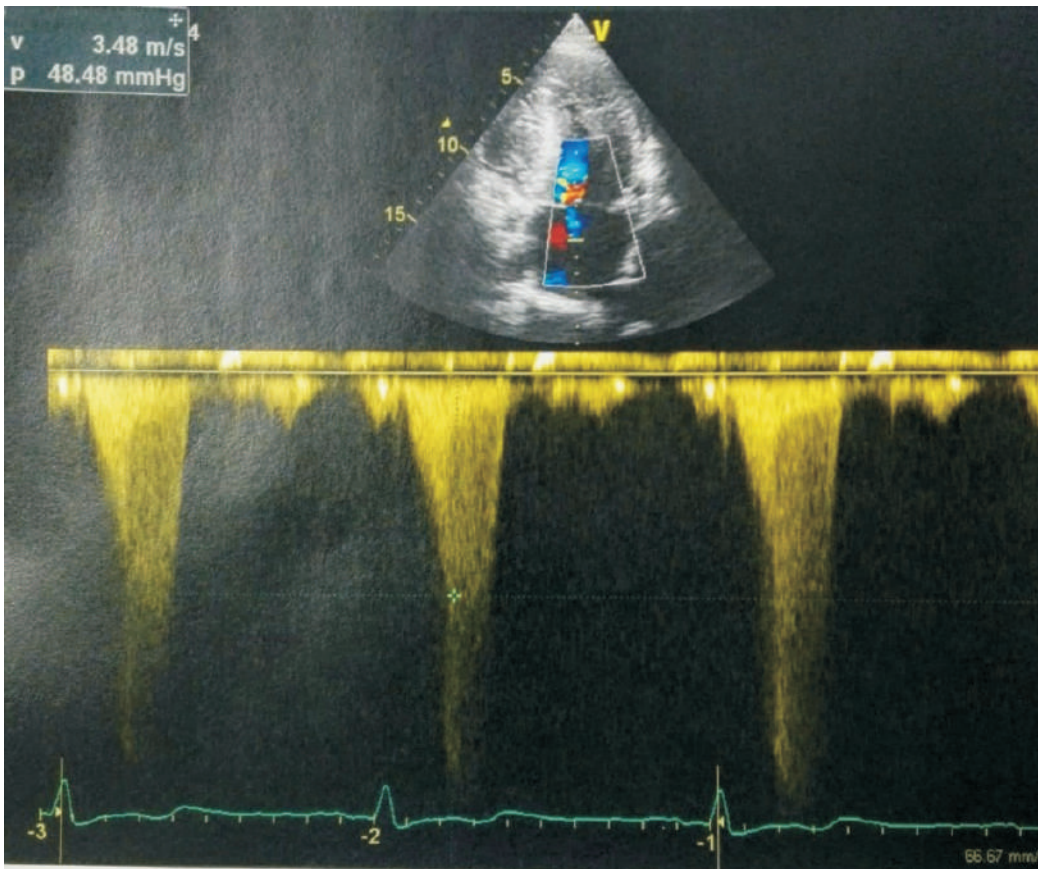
Primer ecocardiograma que se hace en consulta, con gradiente medio de 48.48 mmHg
